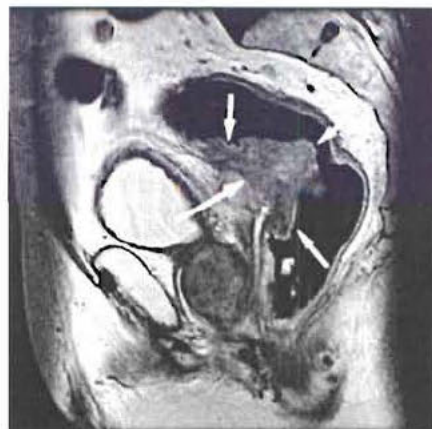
IRM pelvienne en vue sagittale : volumineux cancer rectal (flèches).
